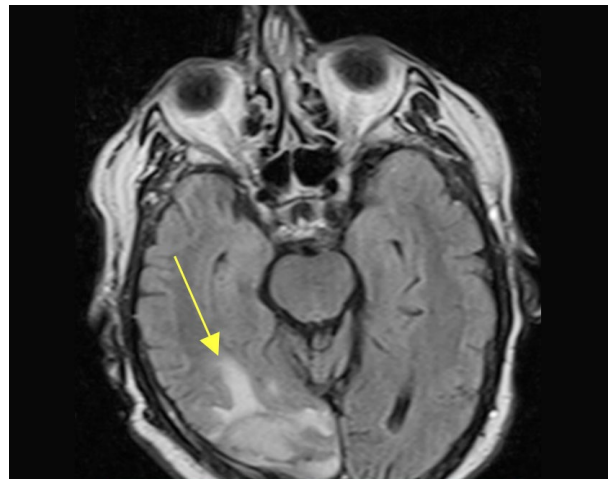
МРТ головного мозга через 6 мес. после хирургического лечения. Сохраняется отек тканей головного мозга в послеоперационной области после лучевой терапии в дозе 30 гр (желтая стрелка).
